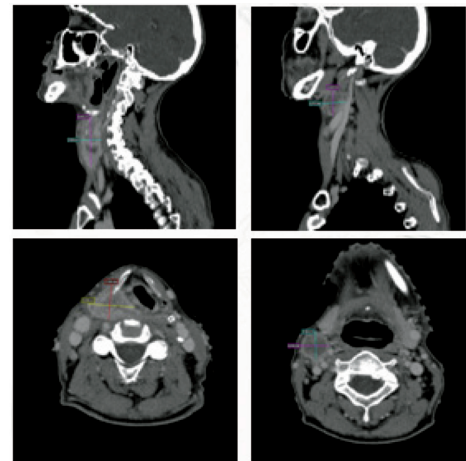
BVII. Компьютерная томография до начала лечения. Опухоль гортаноглотки инфильтрирует правую половину щитовидного хряща, частично разрушает правый край перстневидного хряща, инфильтрирует ложную и истинную голосовые складки и превертбральное пространство размером  $32 \times 37 \times 60$  мм. Определяется группа увеличенных л/у справа (уровень 2) размером  $30 \times 28 \times 25$  мм
